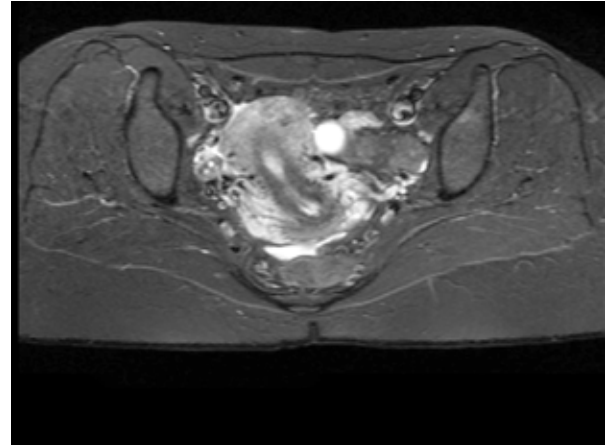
Желтое тело в яичнике (МРТ)
